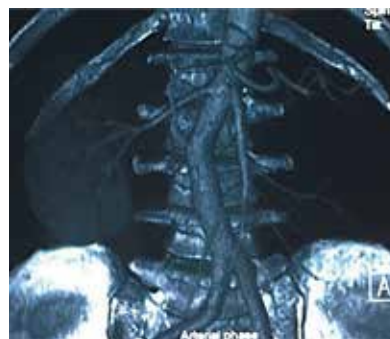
Спиральная компьютерная томография больного с опухолью правой почки: хорошо визуализируются сегментарные ветви правой почечной артерии I и II порядка
